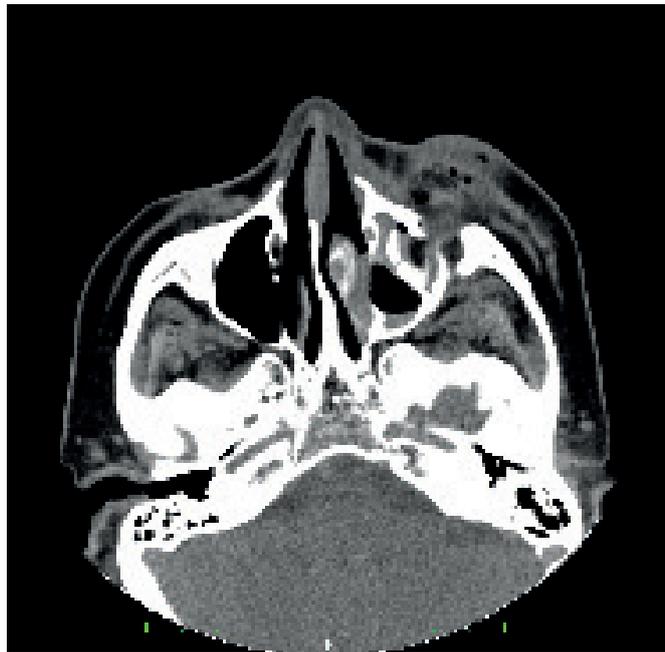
Tomografia computadorizada corte axial, podemos observar fratura lateral de orbita com conteúdo orbital para dentro do seio maxilar – fraturas blow-out.
